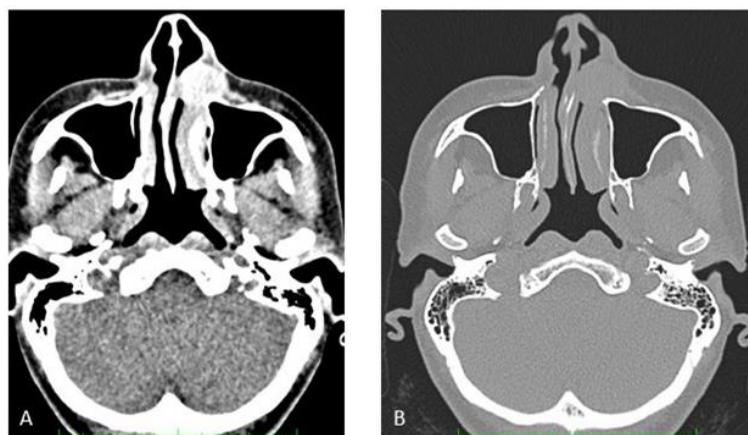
Tomografia computadorizada. Reconstrução axial em janela para tecido mole (A) e tecido duro (B) evidenciam uma área isodensa bem delimitada, na região nasolabial, de aproximadamente 3x2cm de diâmetro, com invasão da fossa nasal. Um desvio de septo também é observado.
